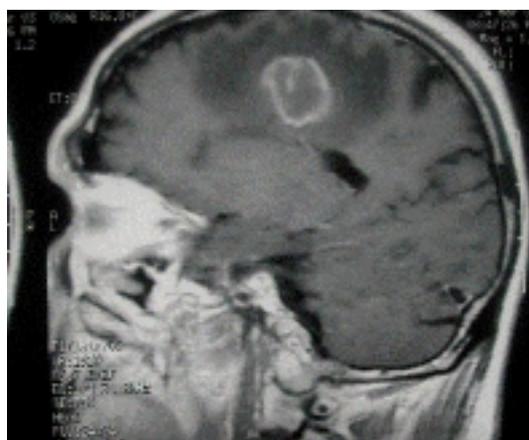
Imagen de resonancia magnética nuclear de un absceso cerebral por *Aspergillus*.
